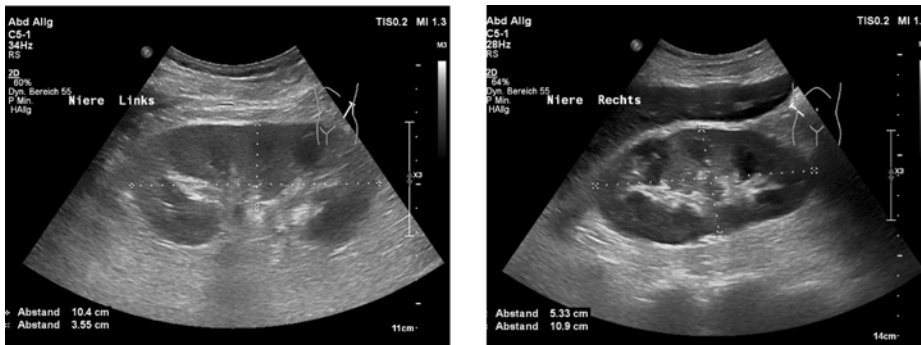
Nierensonografie am vierten Tag: Beide Nieren sind geschwollen. Das Parenchym ist im Gegensatz zu den Nierenpyramiden hyperdens, wodurch letztere dunkel hervortreten.
